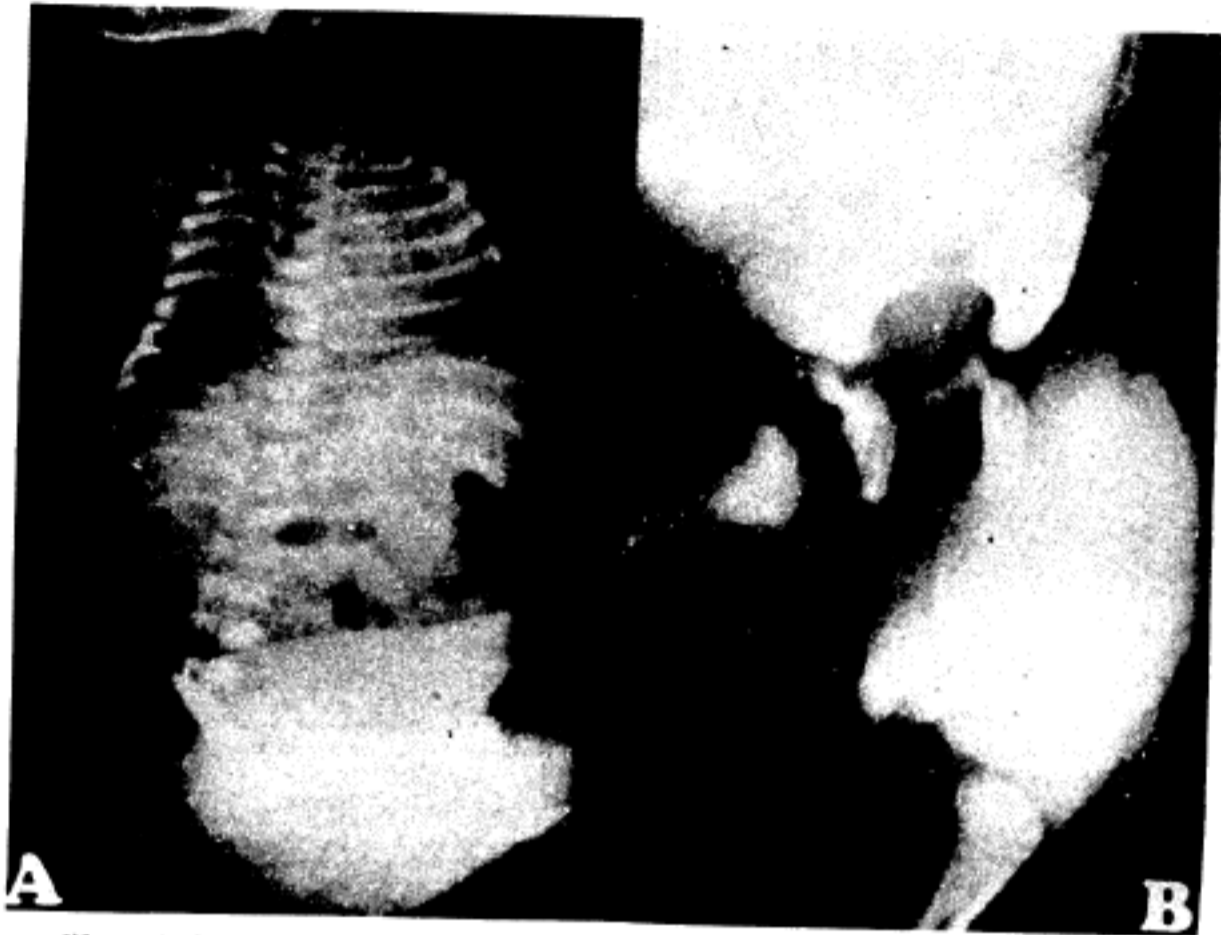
A. X-ray film of the skeleton. Vertebral column is ended at the level of the fourth lumbar vertebral body.
